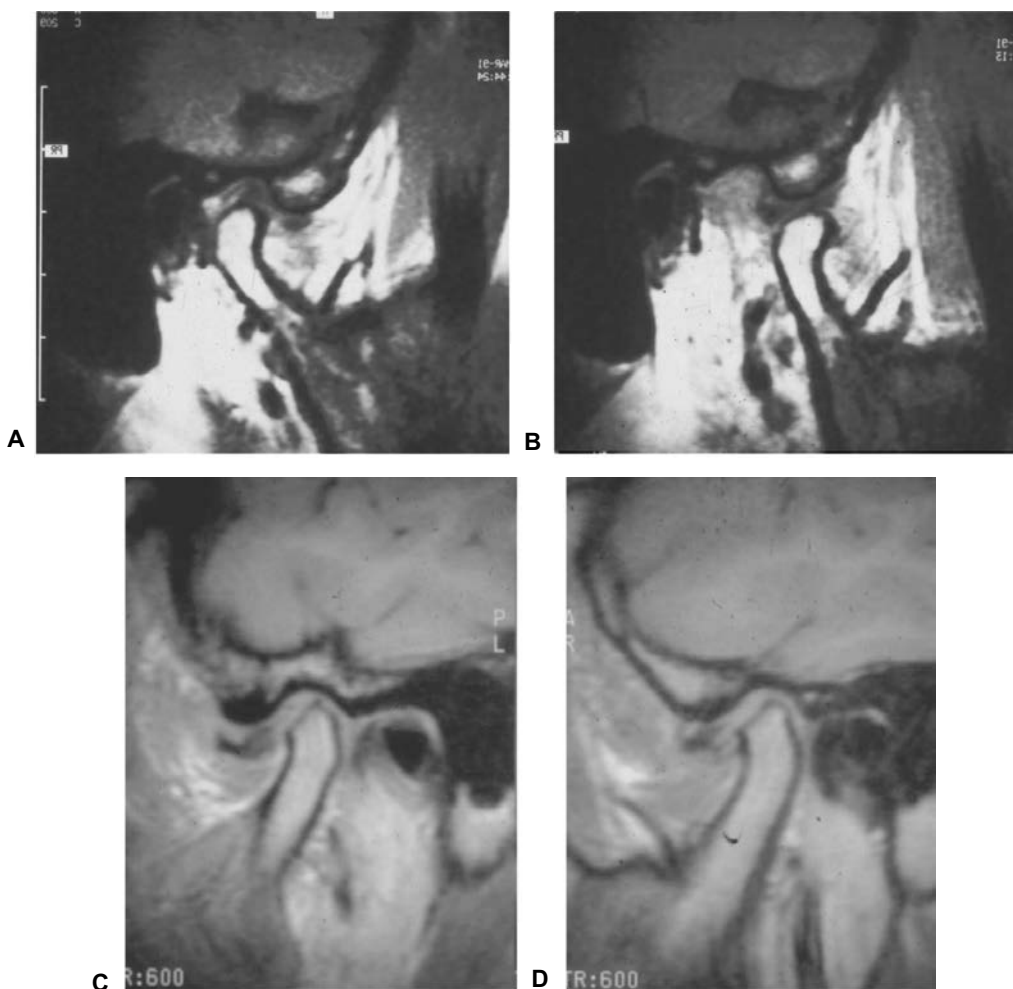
Resonancia magnética nuclear de ATM donde se observa el disco articular posición normal, boca cerrada (A), y con boca abierta (B). Desplazamiento anterior del disco en boca cerrada (C) y desplazamiento anterior sin reducción del disco y ausencia de traslación condilar durante la apertura bucal (D).
